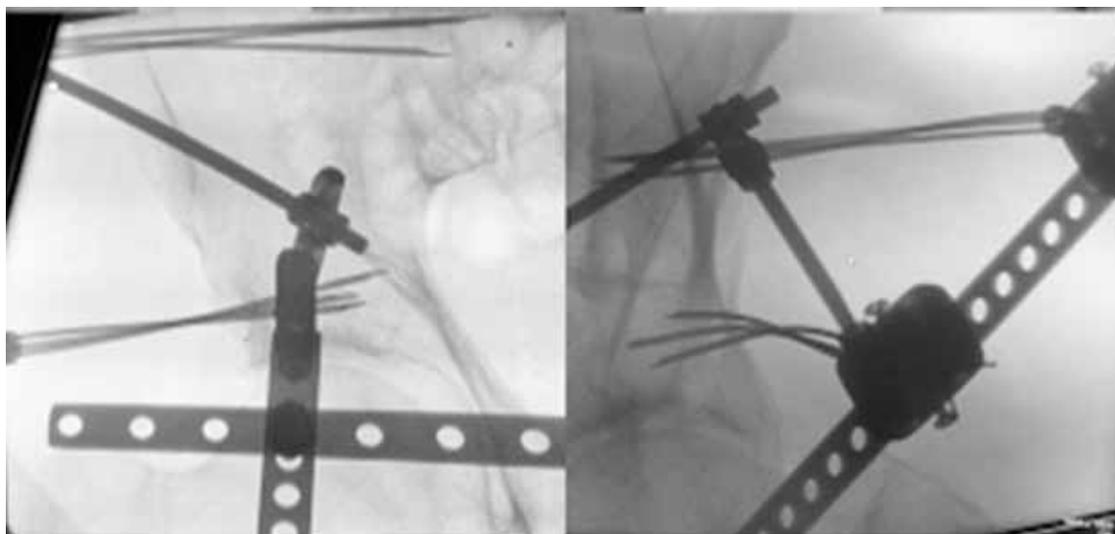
Обзорная рентгенограмма костей таза после монтажа АНФ оригинальной конструкции (на макете)
